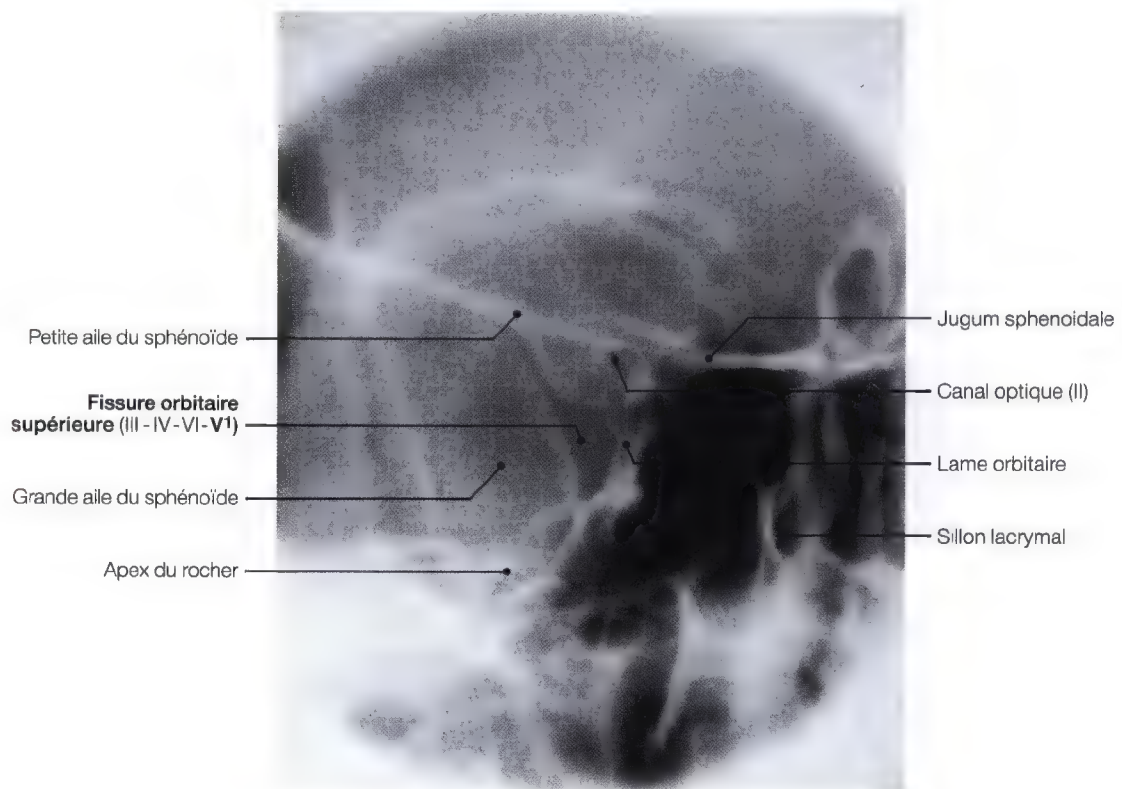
Radiographie unilatérale de la fissure orbitaire supérieure
